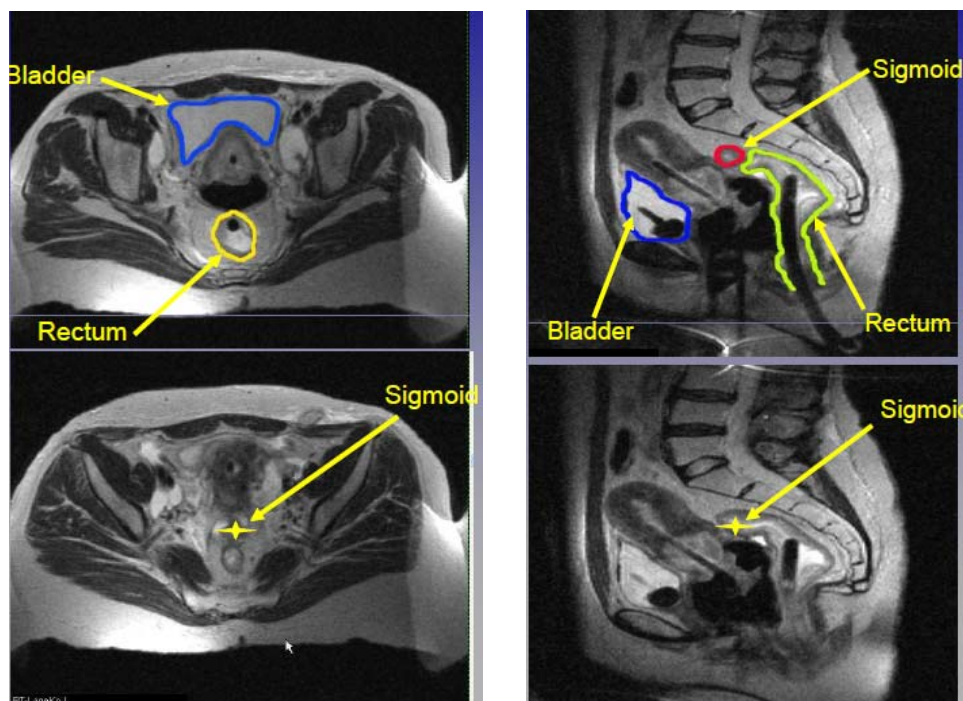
МРТ-снимки малого таза с указанием положения критических органов (мочевой пузырь – bladder, прямая кишка – rectum, сигмовидная кишка – sigmoid) при внутрисполостной брахитерапии шейки матки
